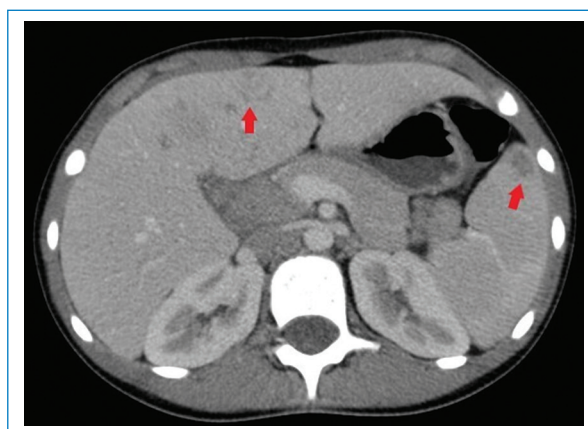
TC de abdomen plano axial, con contraste endovenoso en fase portal, pequeña imagen con morfología en racimos en parénquima esplénico y tenue realce periférico (flecha roja).
